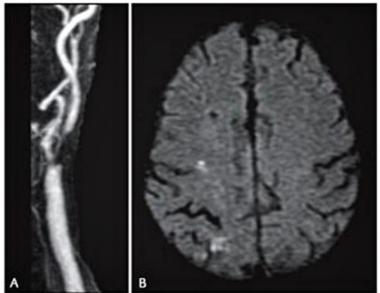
Paciente de 67 anos. A angiografia por RM das artérias cervicais, com o uso do contraste paramagnético, demonstra estenose grave da origem da artéria carótida interna direita, por presença de placas ateromatosas na parede posterior do vaso (A). Imagem de RM no plano axial, ponderada em difusão (B), demonstra pequenos infartos recentes corticais nos lobos frontal e parietal à direita, por provável embolia arterioarterial, caracterizados por hipersinal nessa sequência e redução dos coeficientes aparentes de difusão (não mostrado).
